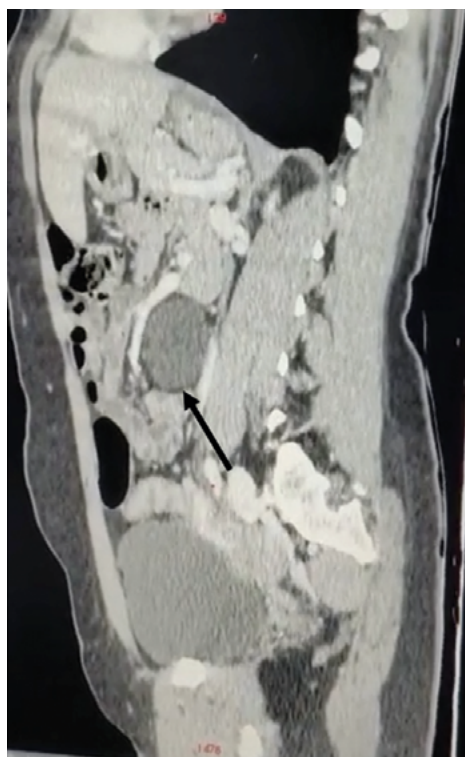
Corte sagital de Tomografía Computada. Se observa imagen quística en estrecha relación vena mesentérica superior.
